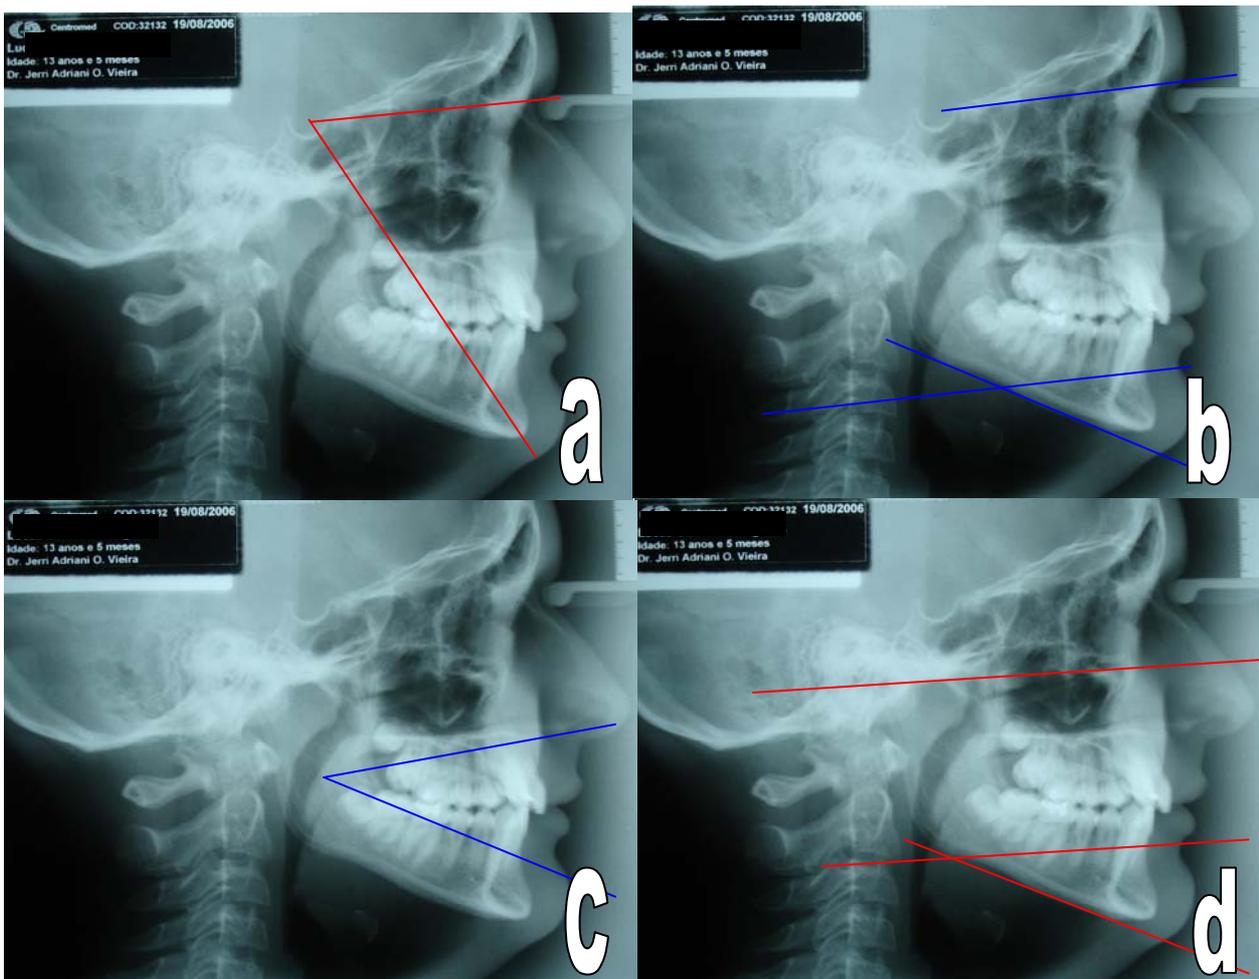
Telerradiografias iniciais com traçados cefalométricos em 19/08/06. a) SN/SGn (65); b) SN/GoMe (32); c) AFAI (41); d) FMA (25).
